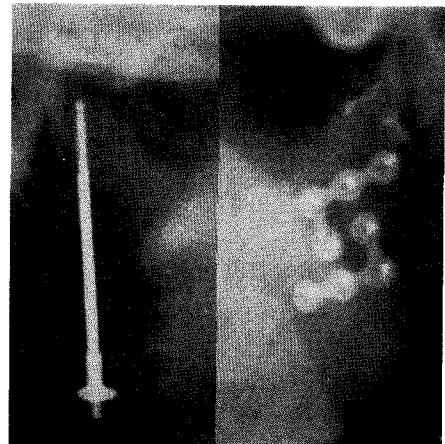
환자 9의 술후 약 6개월째 방사선 소견으로 양측 과두두를 lag screw로 정복시 screw tip이 cortical bone을 뚫고 고정되어 bicortical fixation 형태의 고정을 보이고 있다. 골흡수 소견은 보이지 않으며 약간의 관절부위의 후방 경사만을 보이고 있다.
